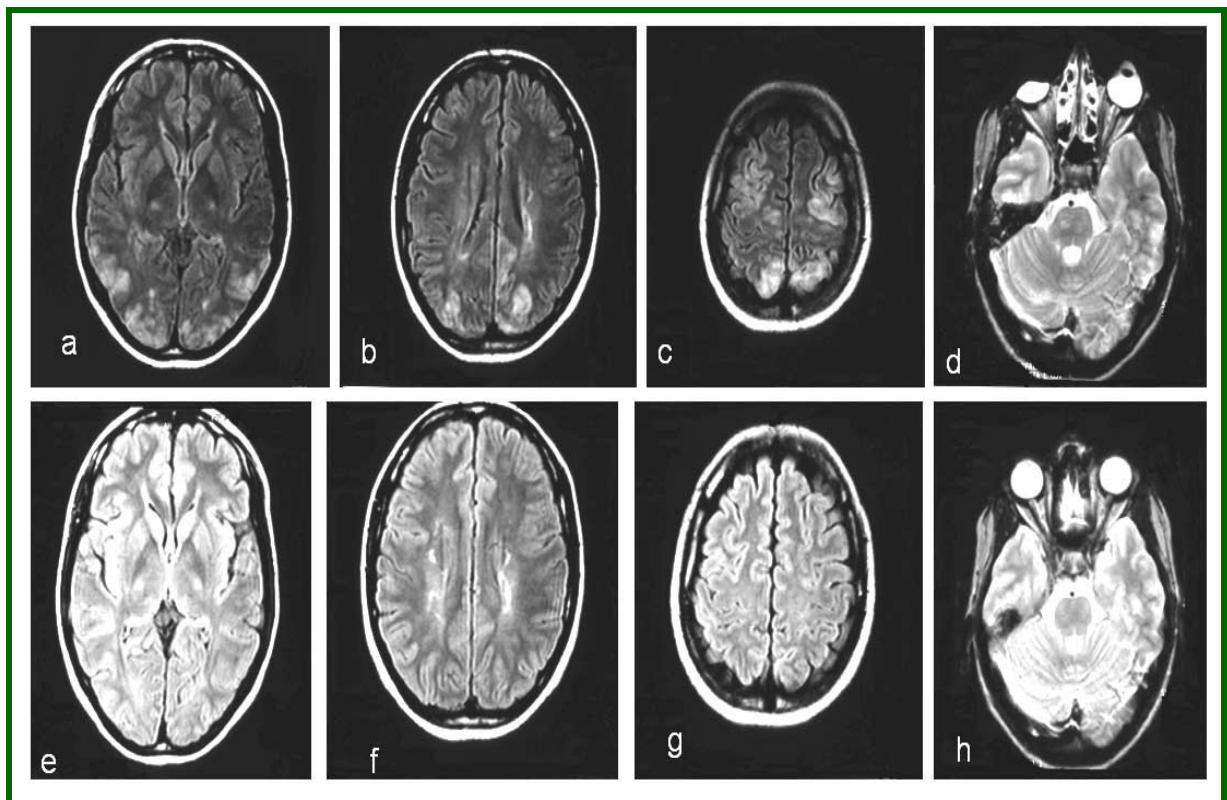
IRM en séquence FLAIR (a-c) et T2 montrant des signaux hyperintenses au niveau des lobes occipital, temporal et pariétal. Des lésions similaires sont observées au niveau de la substance blanche et du pons. Des séquences FLAIR (a-h) et T2 réalisées 2 semaines plus tard montrant la disparition complète des lésions
